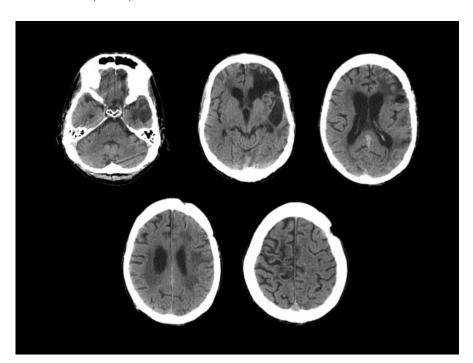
TC craneal (2014).
